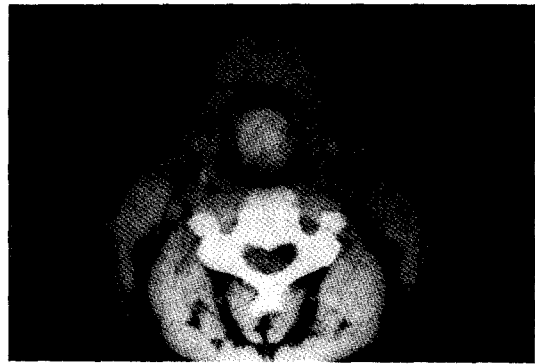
Noncontrast axial computed tomogram demonstrates lingual thyroid tissue present within tongue base (arrow). Note natural enhancement of thyroid tissue.
